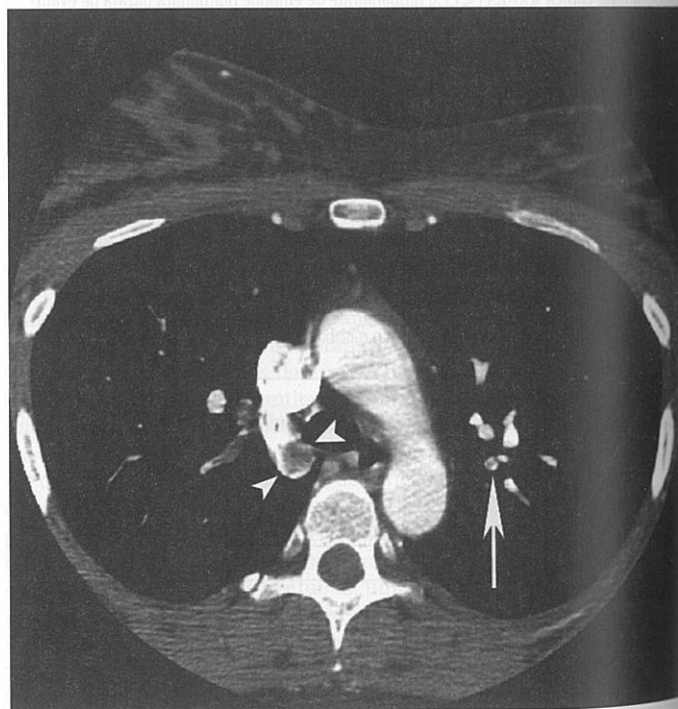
Imagine axială de angiografie CT ce demonstrează defect de umplere sugestiv pentru embolia pulmonară acută. Cele două capete de săgeată arată un defect de umplere circular la nivelul arterei lobare drepte mijlocii. Săgeata lungă de la nivelul plămânului stâng arată un defect de umplere la nivelul unei artere segmentale din artera segmentală posteromedială.
